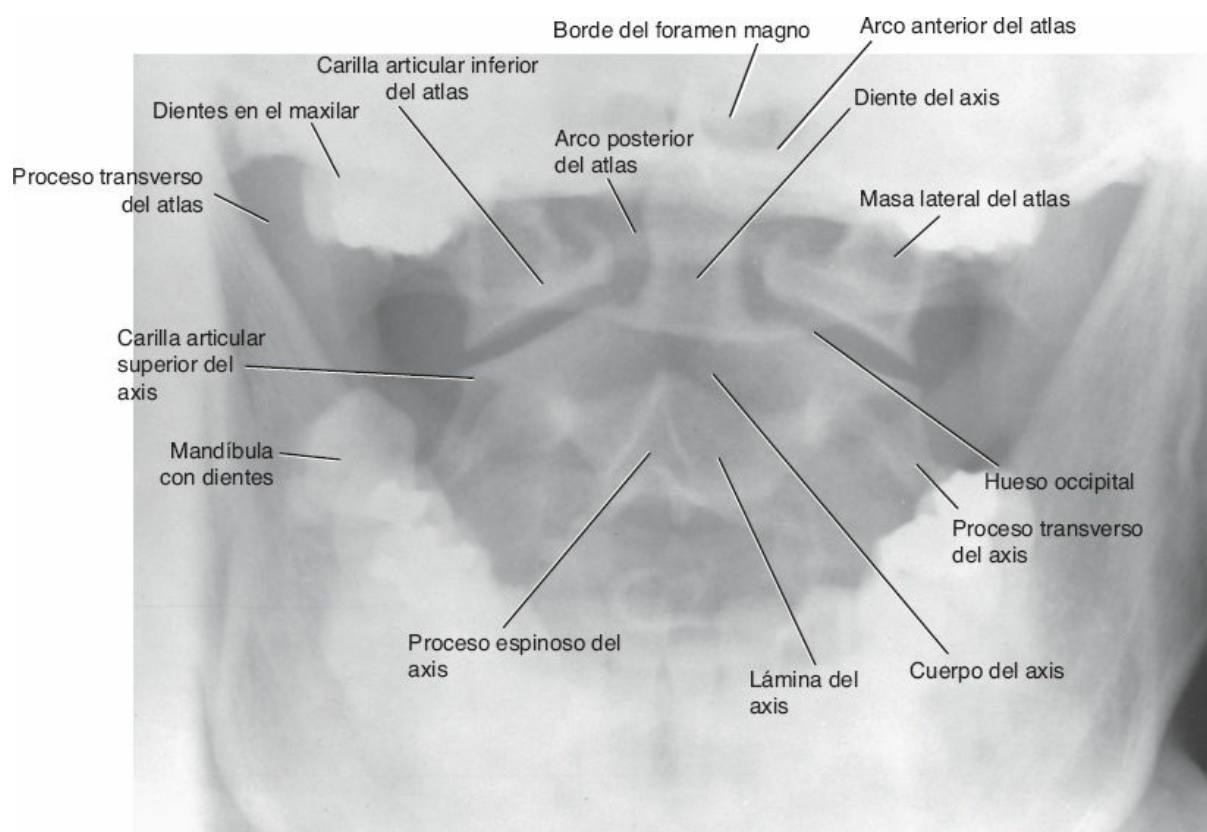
Radiografía anteroposterior de la región cervical superior de la columna vertebral con la boca del paciente abierta para mostrar el diente del axis.
